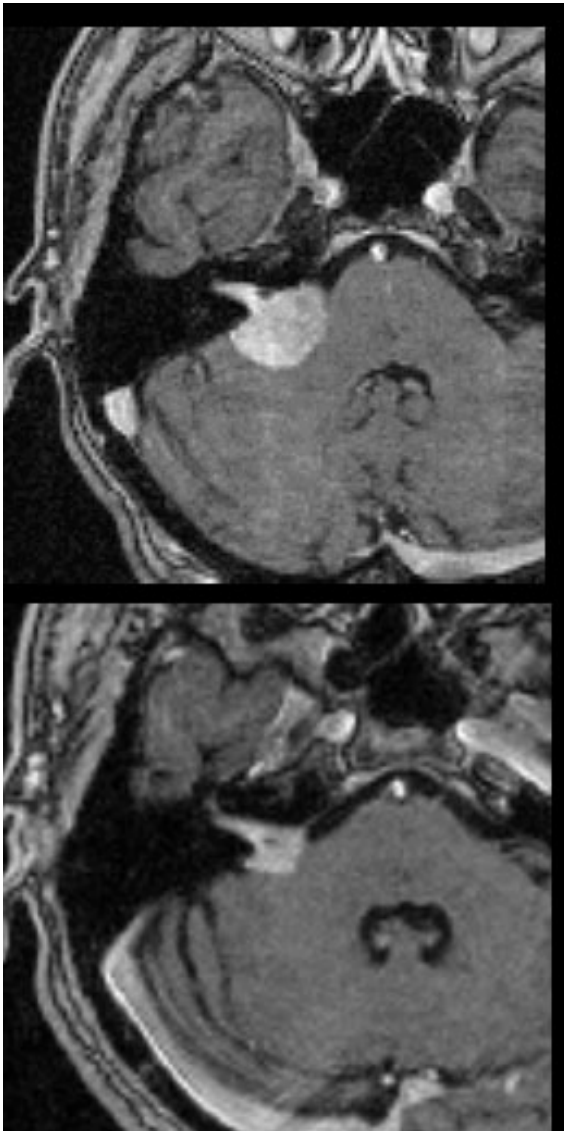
zeigt das Bild eines AKN im MRT vor (oberes Bild) und vier Jahre nach radiochirurgischer Behandlung (unteres Bild).
